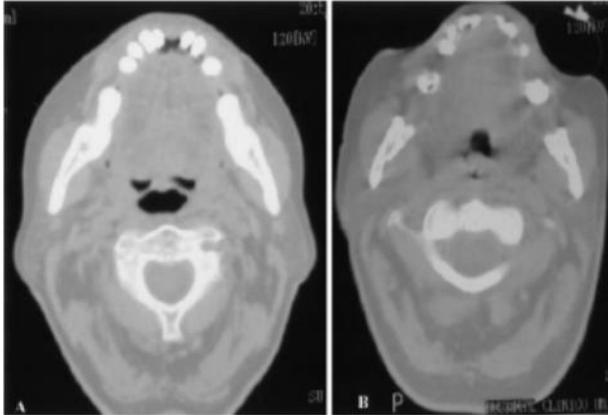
Oropharynx CT scan of a bulbar ALS patient with PCF_{MS-E} < 2.7 L/s. Left, A: baseline. Right, B: during the exsufflation cycle.
